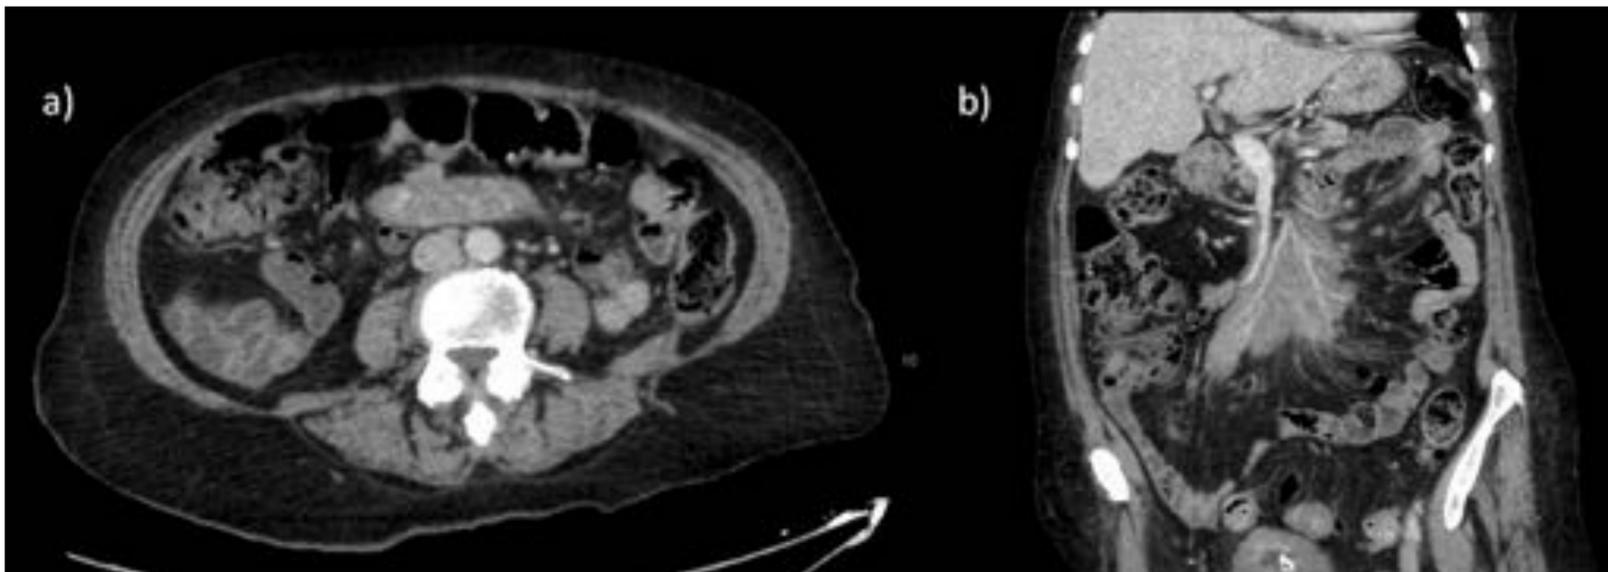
Linfoma no Hodgking folicular. Imágenes de TC abdomino-pélvico con contraste intravenoso en fase portal. a) Corte axial en el que se observa lo que parece un asa de intestino delgado situada en epigastrio. b) Reconstrucción coronal en la que se identifica una masa en mesenterio de realce medio, que engloba los vasos pero que parece no infiltrarlos.
